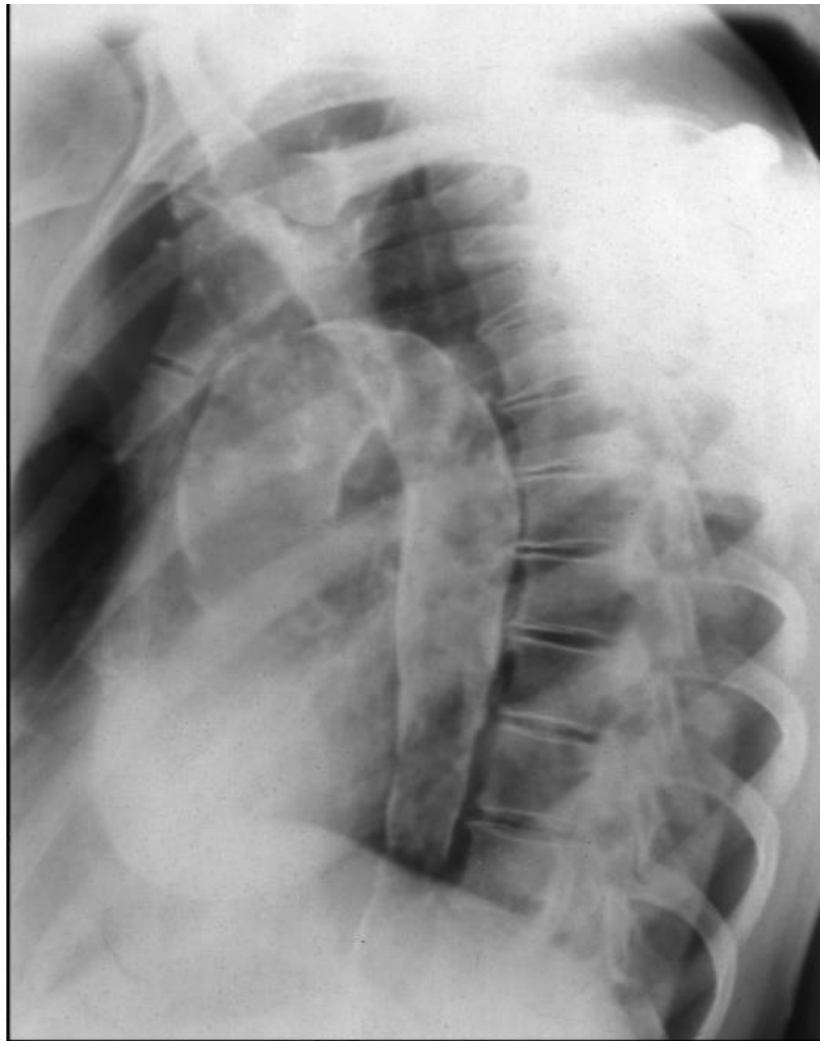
Рентгенограма у лівій косій проекції. Звапніння стінок грудної аорти на всьому протязі
